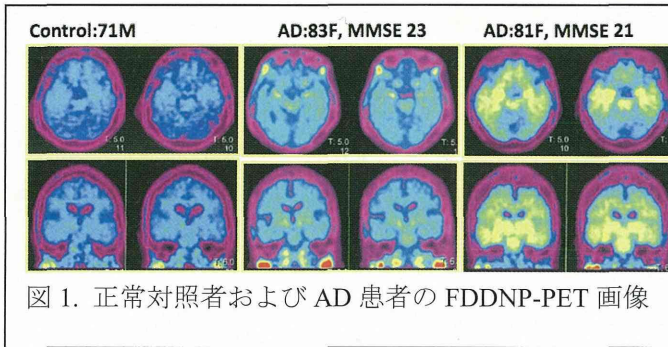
正常対照者および AD 患者の FDDNP-PET 画像
